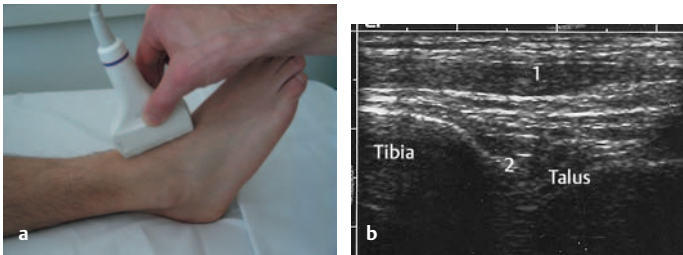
u. b Sonographie des Sprunggelenks: Ventraler Längsschnitt. a Schnittebene, b Normalbefund, 1 = M. extensor digitorum longus, 2 = OSG-Spalt
